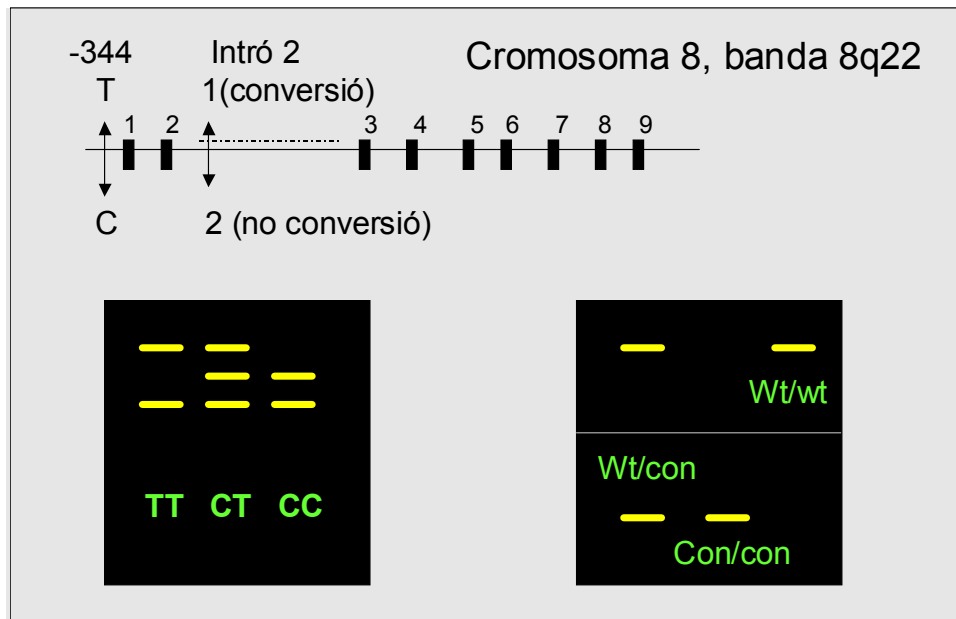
Localització dels polimorfismes -344CT i WT/CON del gen de l'aldosterona sintasa a nivell del cromosoma 8 (270).
